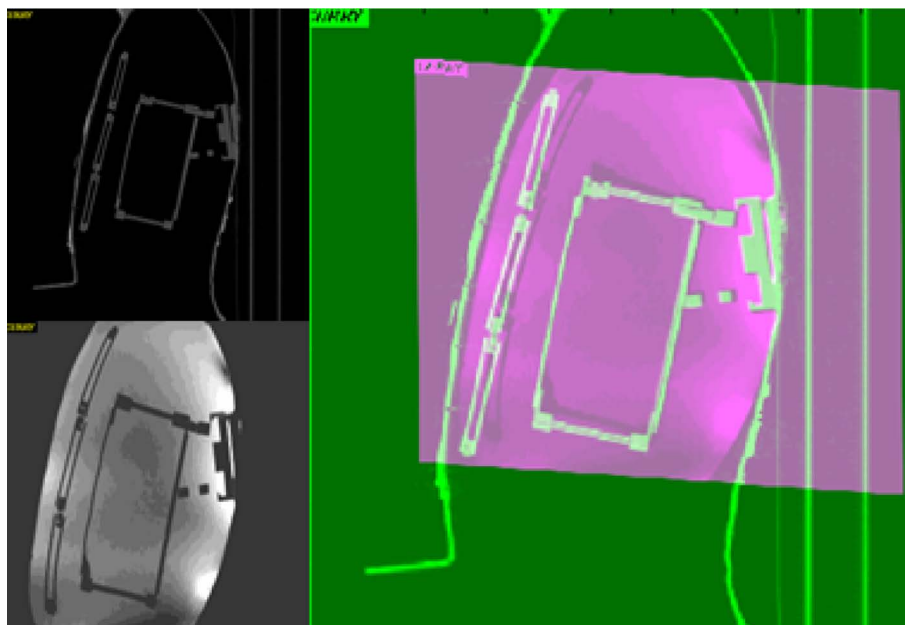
Starker Kisseneffekt in den oberen und unteren Bereichen des MRTs. Links oben ein sagittaler CT-Schnitt, links unten ein sagittaler MRT-Schnitt, rechts die Überlagerung des CT-Schnittes (grün) mit dem affin transformierten MRT-Schnitt (lila).
